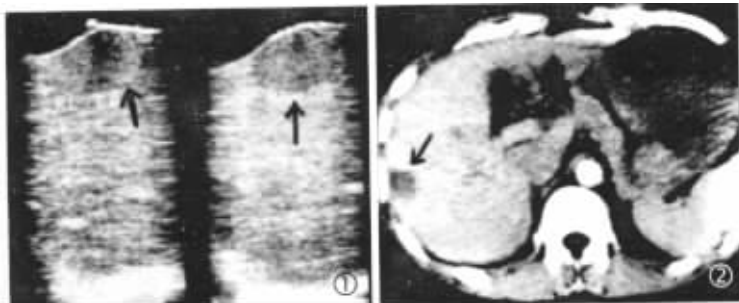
显示 2.5cm 小肝癌图像 BUS 显示低回声边界清 图 2 显示 2.5cm 小肝癌图像 CT 显示密度边界清
